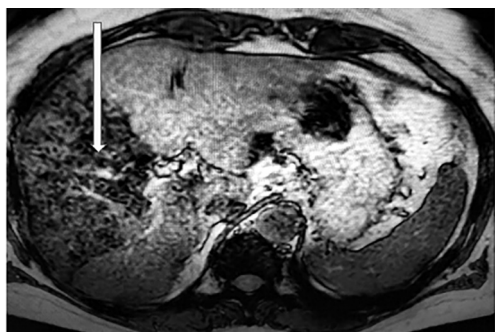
МРТ органов брюшной полости через 1 сутки после введения аутологичных МСК в артериальное русло печени. Стрелкой указаны области печени, в которых визуализируются маркированные стволовые клетки
